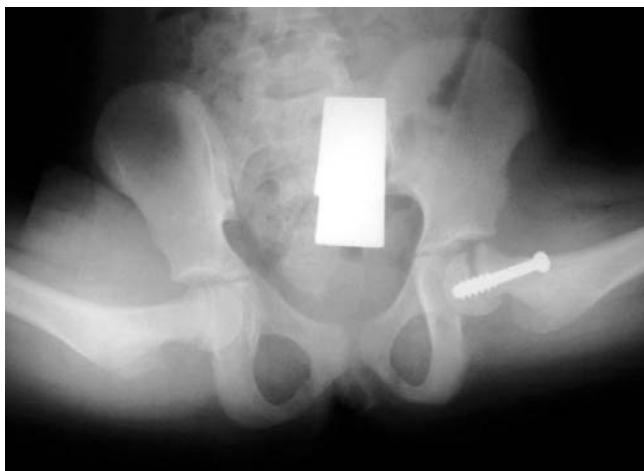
Radiografía en posición de rana femenino de 4.1 años en el postquirúrgico inmediato.
